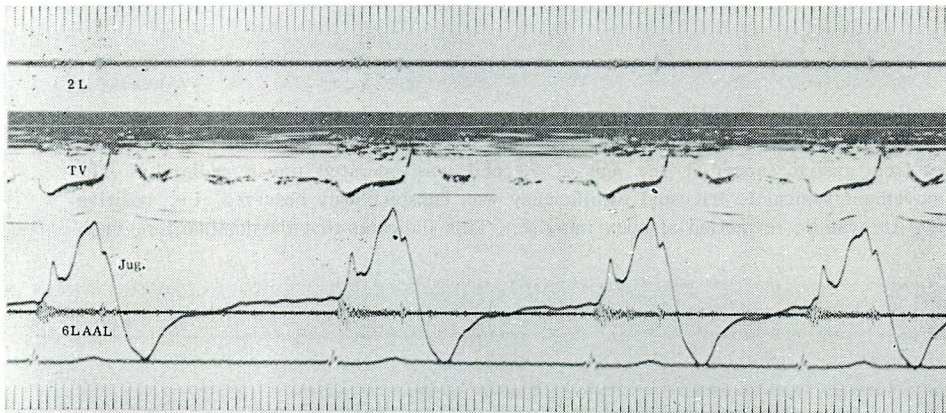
Strip-chart record of the echocardiogram from the 4th left sternal border towards tricuspid valve
